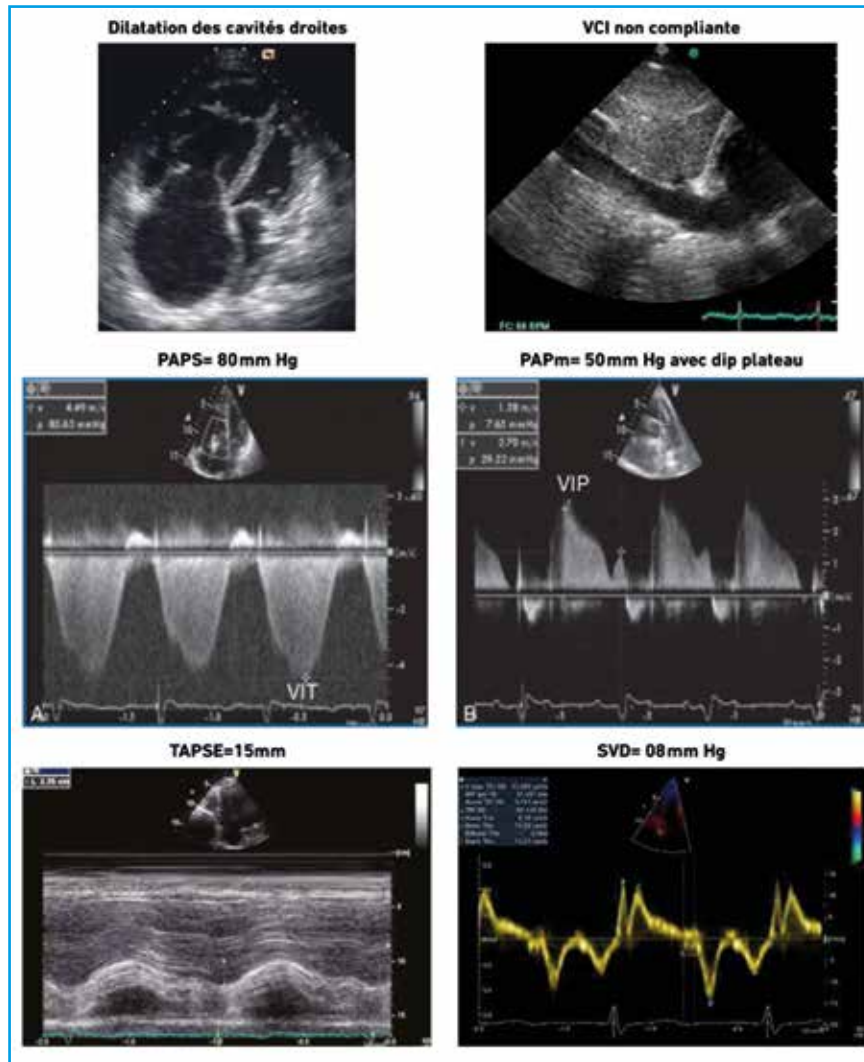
Les variables échocardiographiques de la patiente 1.
